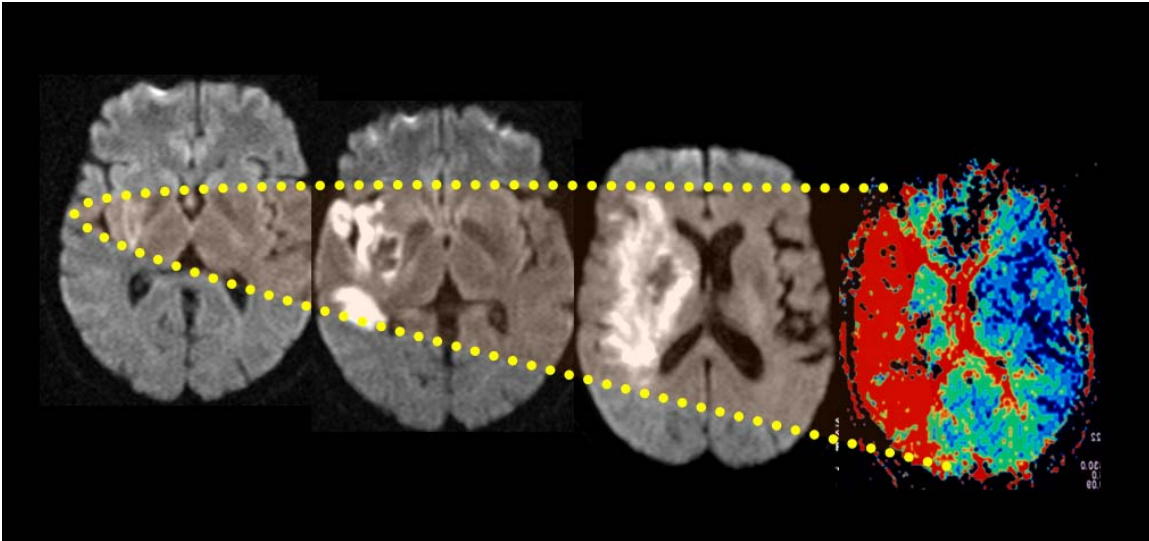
Representación esquemática del crecimiento progresivo de la lesión isquémica en estudios seriados de DWI a lo largo de la región con hipoperfusión en PWI
